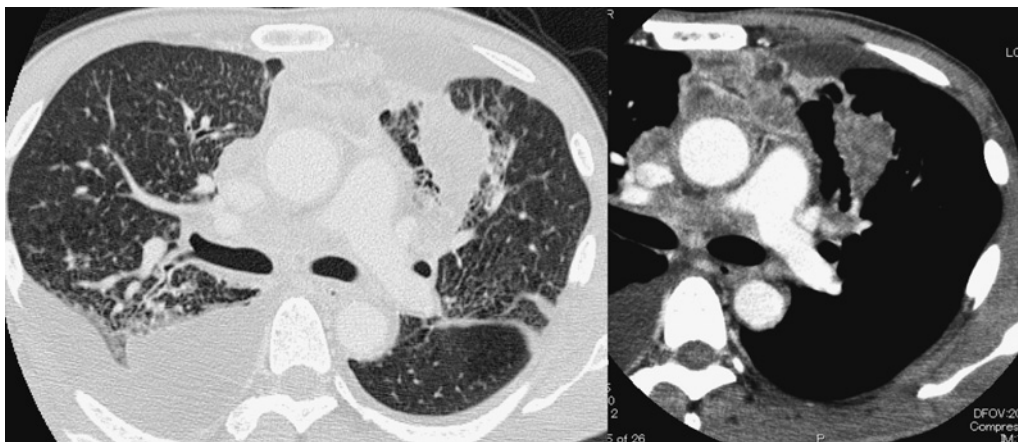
An enhanced CT scan of the chest on admission, showing a mass lesion with tail signs in the lingual lobe and bilateral hilar lymphadenopathy. Both lung fields had emphysematous changes and thickened bronchoalveolar bundles and interlobular septa.
